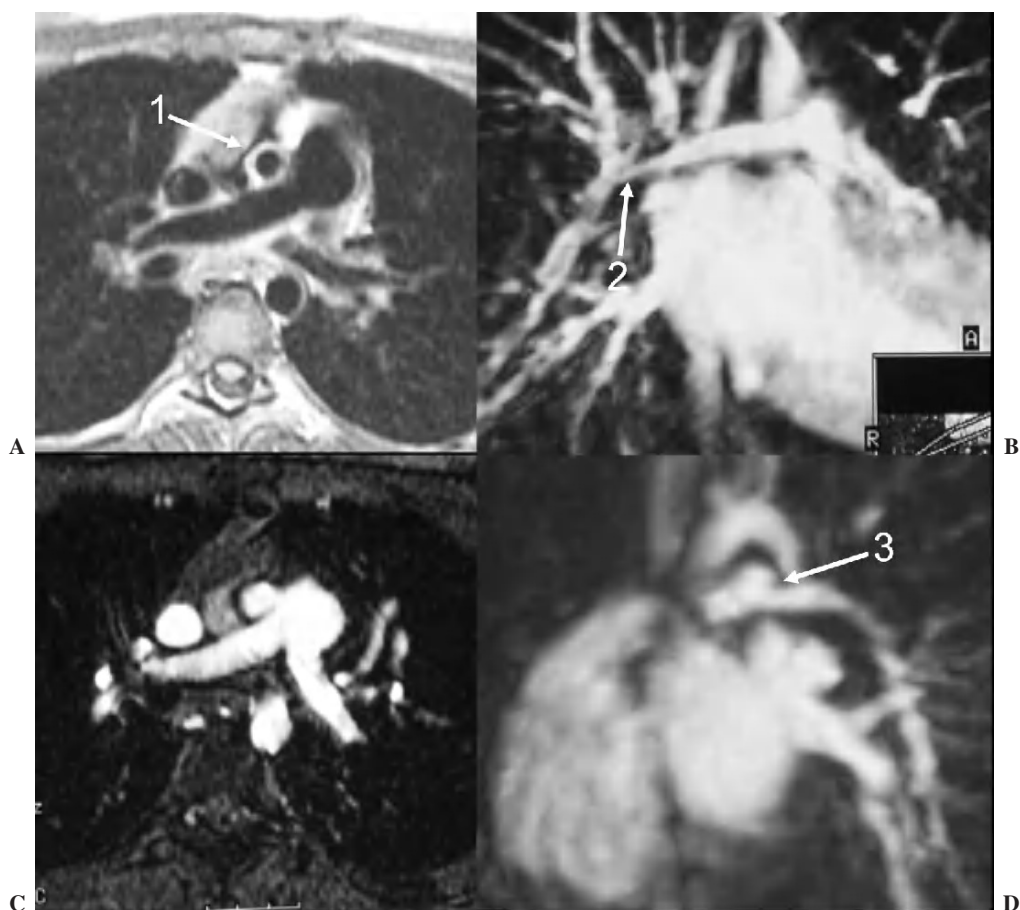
Paciente con estenosis aórtica supravalvular y estenosis pulmonar periférica. (A) Imagen axial eco del espín que muestra leve disminución del calibre de la arteria pulmonar derecha. El calibre de la aorta ascendente (flecha 1) está muy disminuido: estenosis aórtica supravalvular. Obsérvese el engrosamiento de la pared de la aorta ascendente. (B) Imagen de reconstrucción de angio-RM donde se observan múltiples áreas de estenosis en diferentes segmentos de la arteria pulmonar derecha: segmento hiliar (flecha 2), ramas descendente y del lóbulo superior. (C) Imagen axial de sangre blanca que muestra el calibre disminuido de la aorta ascendente. (D) Imagen de reconstrucción oblicua que muestra disminución del calibre de la arteria pulmonar izquierda con estenosis bien definida en su origen (flecha 3).
